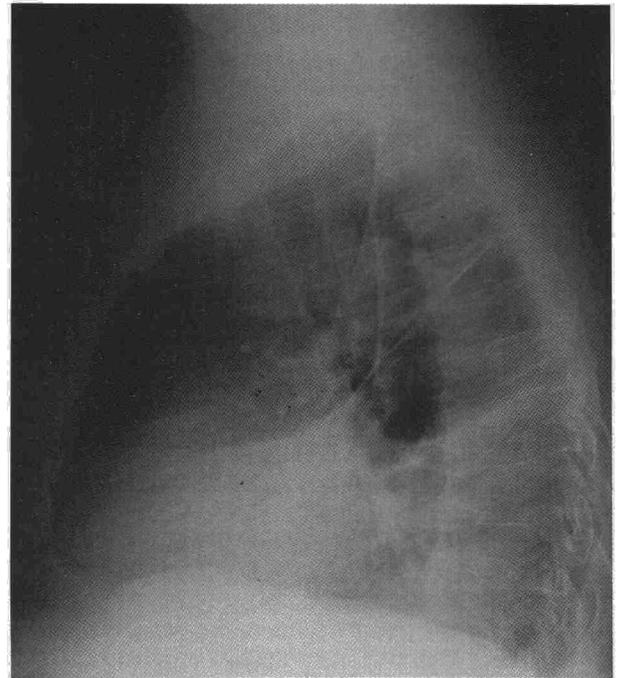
Radiografía lateral de tórax donde se observa el derrame pleural izquierdo.
